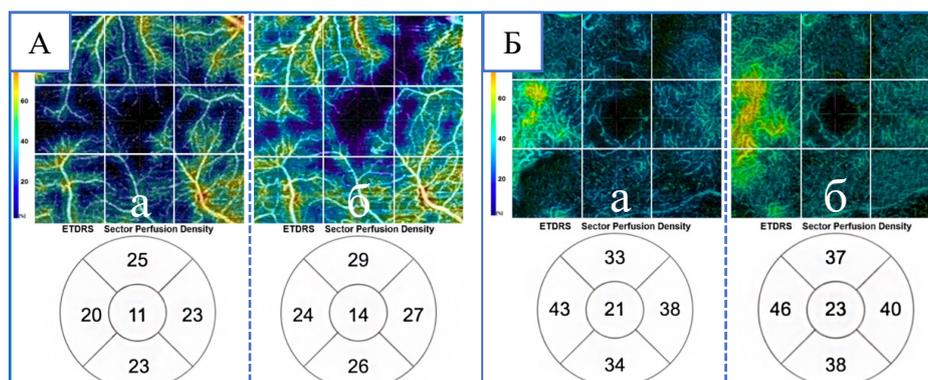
Клиническое наблюдение: результаты плотности перфузии ПКСС (А: а – до СТПиПЖ (во время диализной терапии), б – спустя 12 месяцев после СТПиПЖ) и ГКСС (Б: а – до СТПиПЖ (во время диализной терапии), б – спустя 12 месяцев после СТПиПЖ) у больной Ж., 40 лет, страдающей СД 1 типа, терминальной ДН и ПДР.
